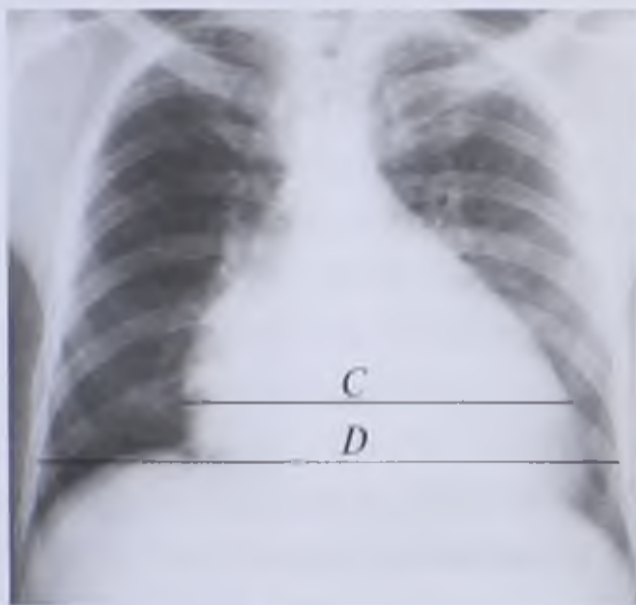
Рентгенограмма в прямой проекции с обозначением измерений для определения кардиоторакального коэффициента: *C* — поперечник сердца; *D* — поперечный базальный размер грудной клетки
